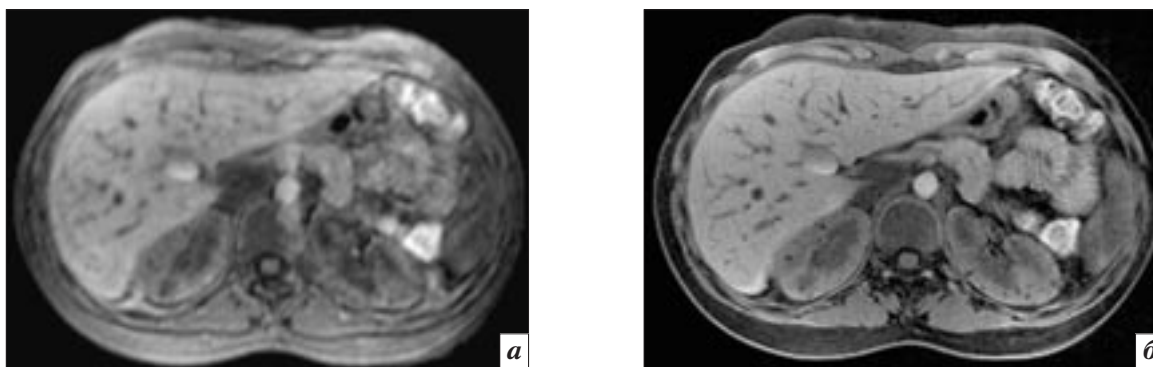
Аксиальные МР-томограммы брюшной полости в стандартном режиме (а) и режиме подавления функциональной подвижности соответствующих органов в области интереса, выполненные с помощью последовательности CDT-VIBE (б). В последнем случае отмечаются улучшенные четкость и качество отображения паренхимы печени
